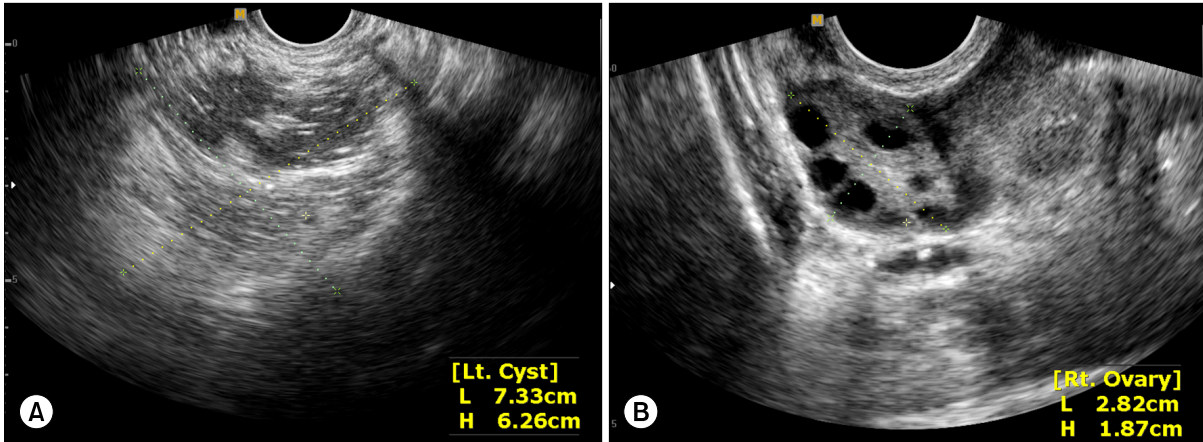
Pelvic ultrasonography findings. (A) 7.3×6.2 cm sized left ovary with inhomogeneous cystic lesion is noted. (B) Normal sized right ovary is demonstrated.
